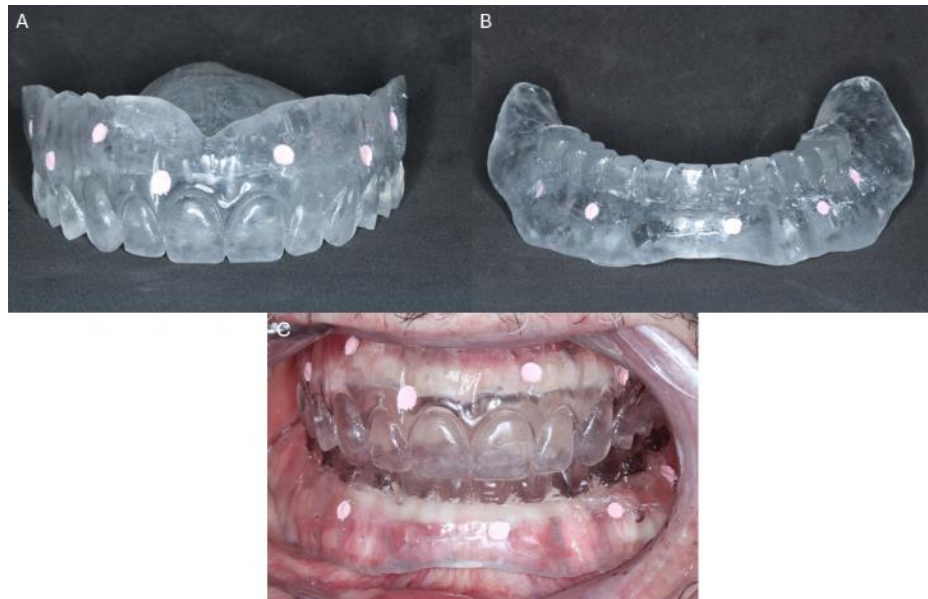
(A) Multifunctional and tomographic guide for (A) maxilla and (B) mandible. (C) Check the VDO with the aid of the multifunctional guide.
